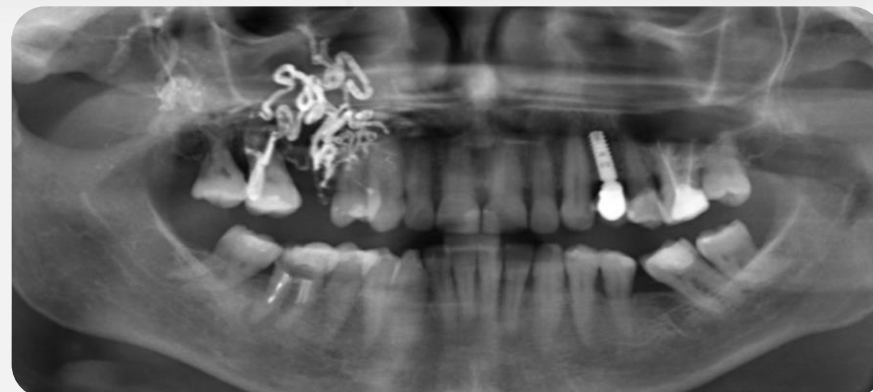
radiographie panoramique post-embolisation
